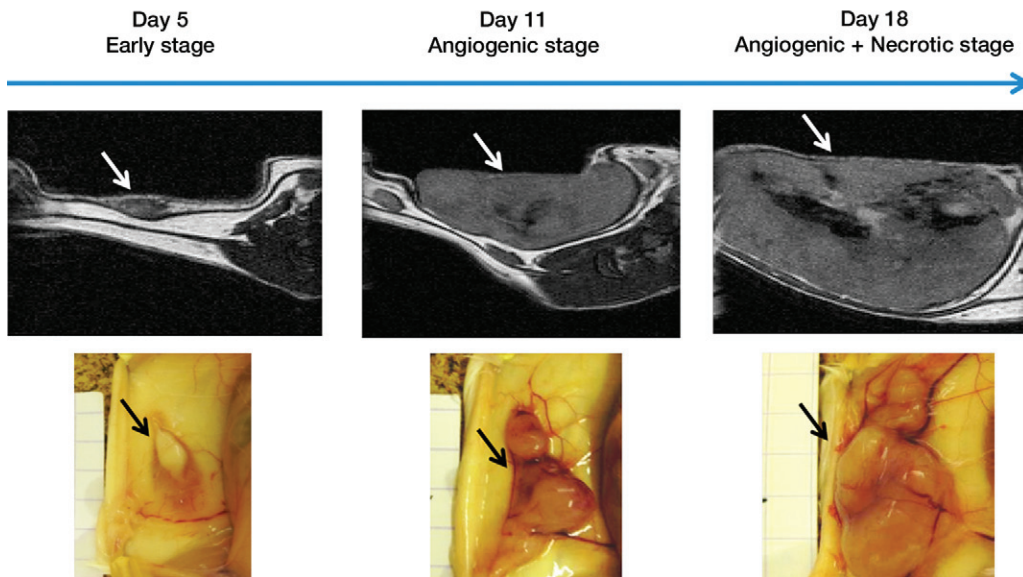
Growth evolution of an ectopic CT26 tumor. Top: T2-weighted MR images. Bottom: Optical images of the tumors. MR and optical images confirm a specific growth pattern: Initially at day 5, the tumor (arrows) is in its primitive early stage; at day 11, the tumor has entered its angiogenic stage, as confirmed by the installation of new blood vessels at the interface between the tumor and the host tissue; and at day 18, we observed the presence of necrosis inside the still-vascularized tumor (hypointense signal on the T2-weighted MR images). Results are similar for the orthotopic model.
